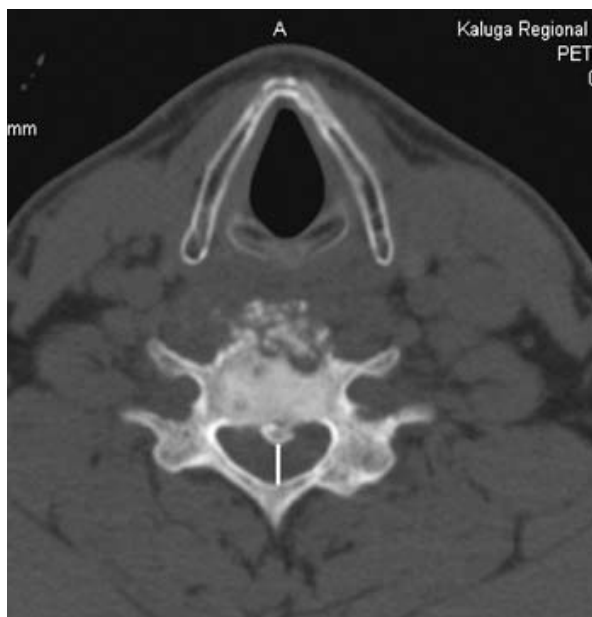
Рентгеновская компьютерная томография. Аксиальная проекция. Стеноз позвоночного канала за счет грыжи диска и утолщения задней продольной связки
